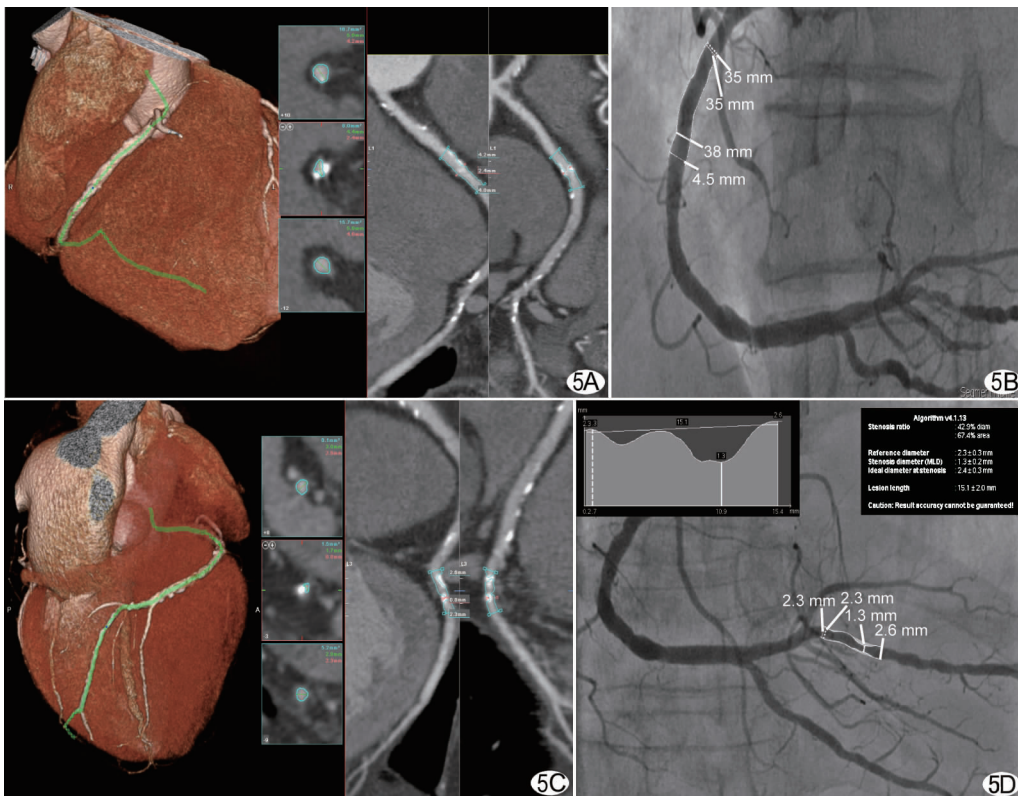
患者男, 70 岁。RCA2 段的 ACS 为 148.0, QCA 评价狭窄程度为 42%, 管腔内径约 4.0 mm(A), QCT 显示狭窄 5%, 管腔内径约 4.0 mm(B), 即使 ACS 超过 100, 两种方法均能显示 RCA2 段 <50% 的狭窄。同一患者 PLVB 的 ACS 为 52.0, QCA 评价狭窄程度为 68%, 管腔内径约 2.4 mm(C), QCT 显示狭窄 43%, 管腔内径约 2.3 mm(D), 即使 ACS 仅为 52.0, 两种方法评价的狭窄程度仍有较大差别 (RCA: 右冠状动脉; QCT: 定量 CT; PLVB: 左室后支)
